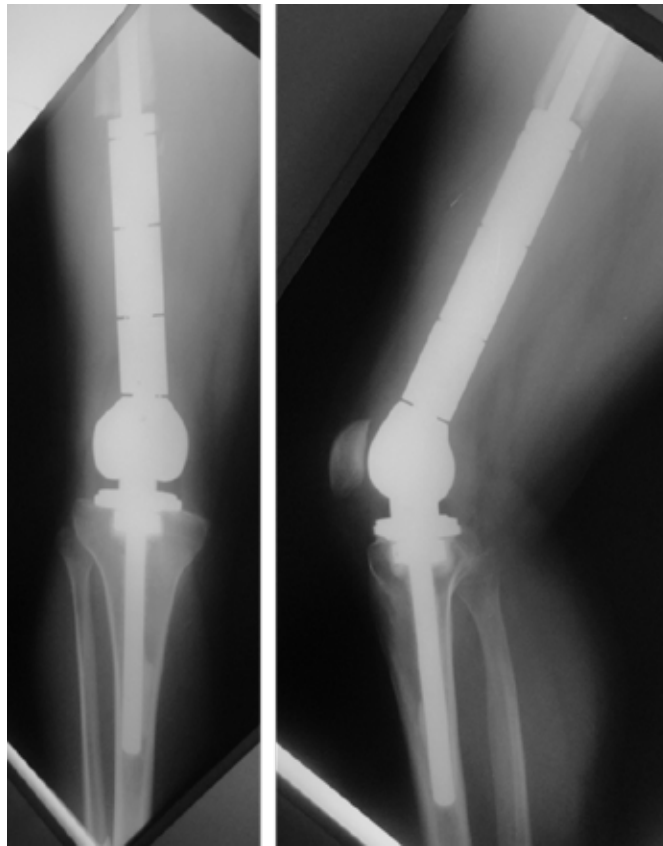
Radiografía anteroposterior (izquierda) y lateral (derecha).
